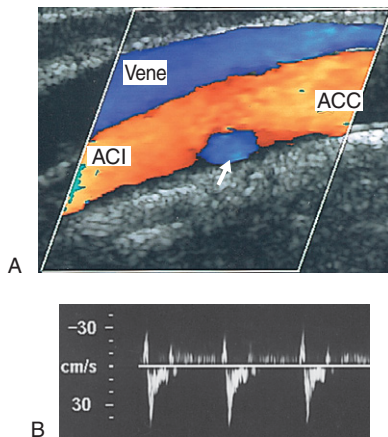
A: Das Farbdopplerbild zeigt einen Rückwärtsfluss am Abgang einer normalen A. carotis interna. B: Eine aus der Ablösezone abgeleitete Spektraldopplerkurve (Pfeil in A).
